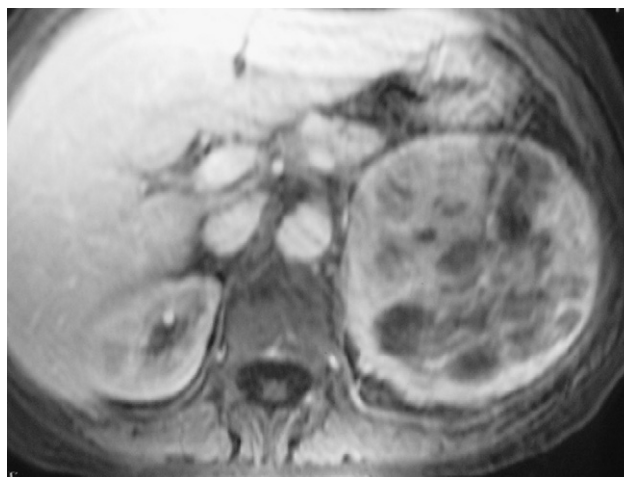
RMN de feocromocitoma izquierdo.
